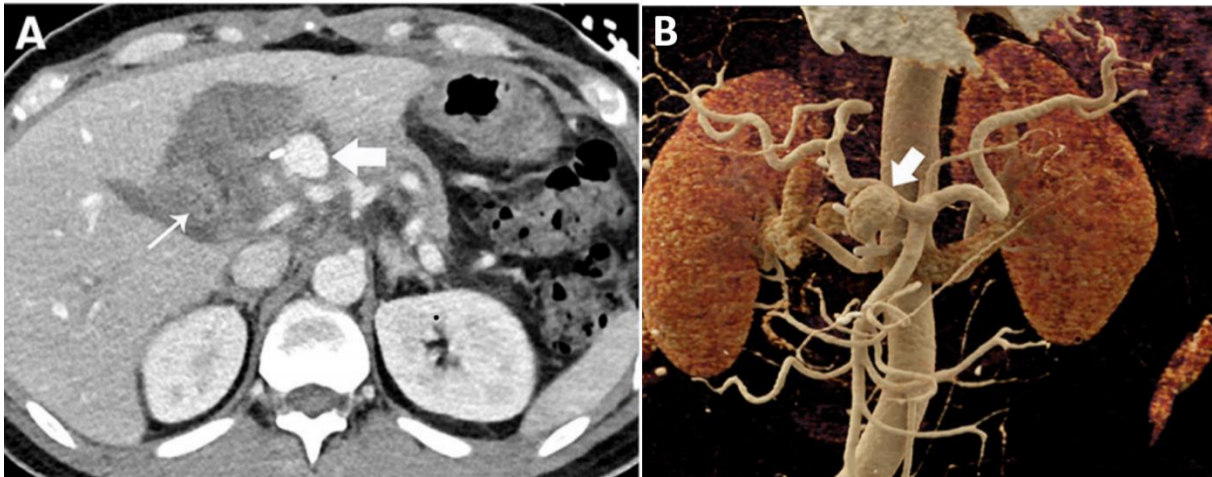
Faux anévrisme de l'artère gastro duodénale. TDM au temps portale (A) et reconstruction en rendu volumique mettant en évidence une masse arrondie rehaussé après injection de PDC (Flèche blanche en A) correspondant à un faux anévrisme de l'artère gastro duodénale bien visualiser sur la reconstruction en rendu volumique (Flèche blanche en B) [13].
